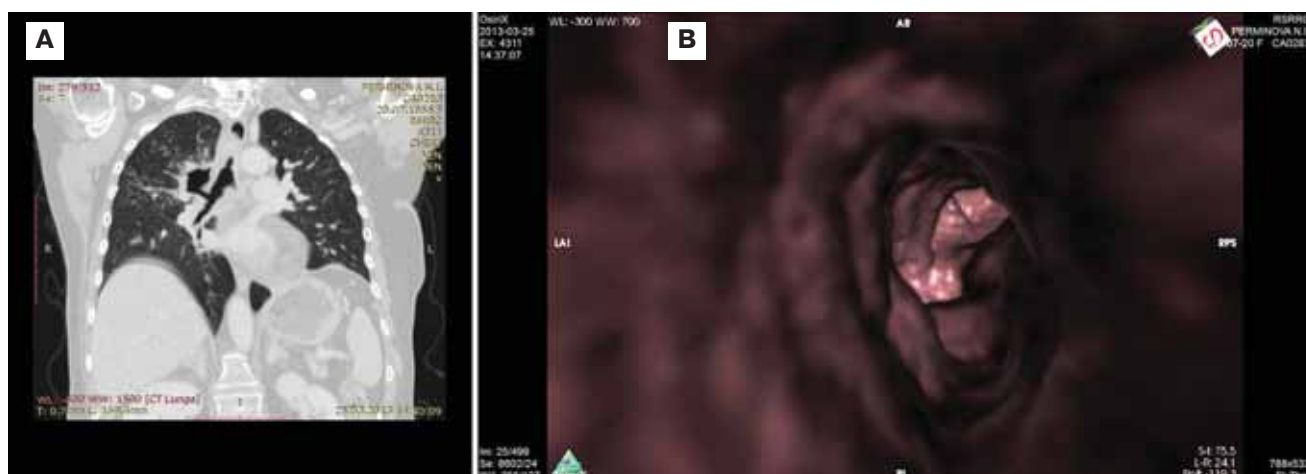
Рак правого легкого (МСКТ ВБС): А – (фронтальный срез) опухоль верхней доли правого легкого, полость распада сообщается с верхнедолевым бронхом, возможно распространение опухоли на главный бронх; В – вид из трахеи (ВБС): бугристые опухолевые массы из правого главного бронха инфильтрирует карину, дистальную часть трахеи
